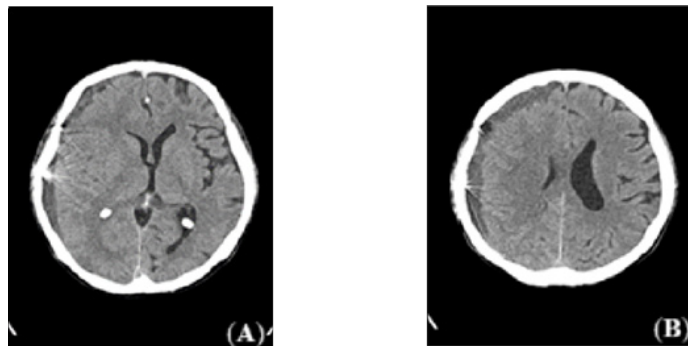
TC de crânio realizada 2 semanas após a embolização. (A) Redução do desvio de linha média ao nível dos núcleos da base. (B) Melhora do apagamento dos ventrículos laterais em comparação com a figura 1.
